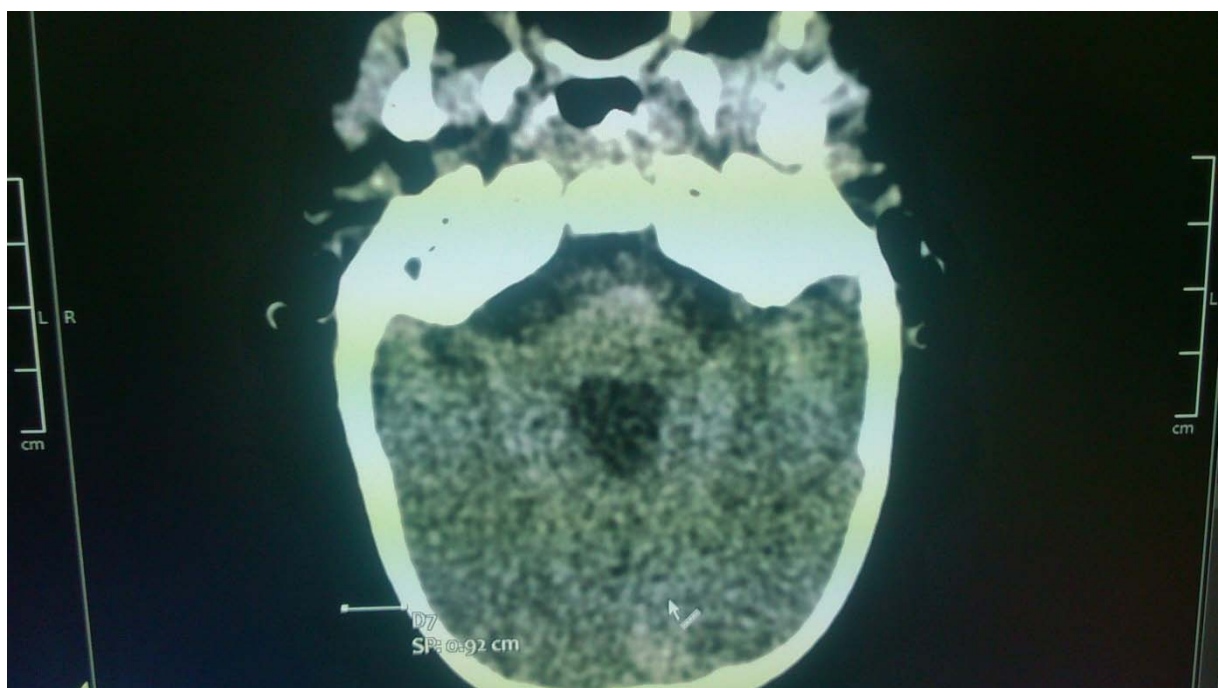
Clichés de TDM cérébrale montrant une agénésie complète du vermis avec dilatation kystique du quatrième ventricule et grandissement de la fosse cérébrale postérieure évoquant un Dandy Walker
